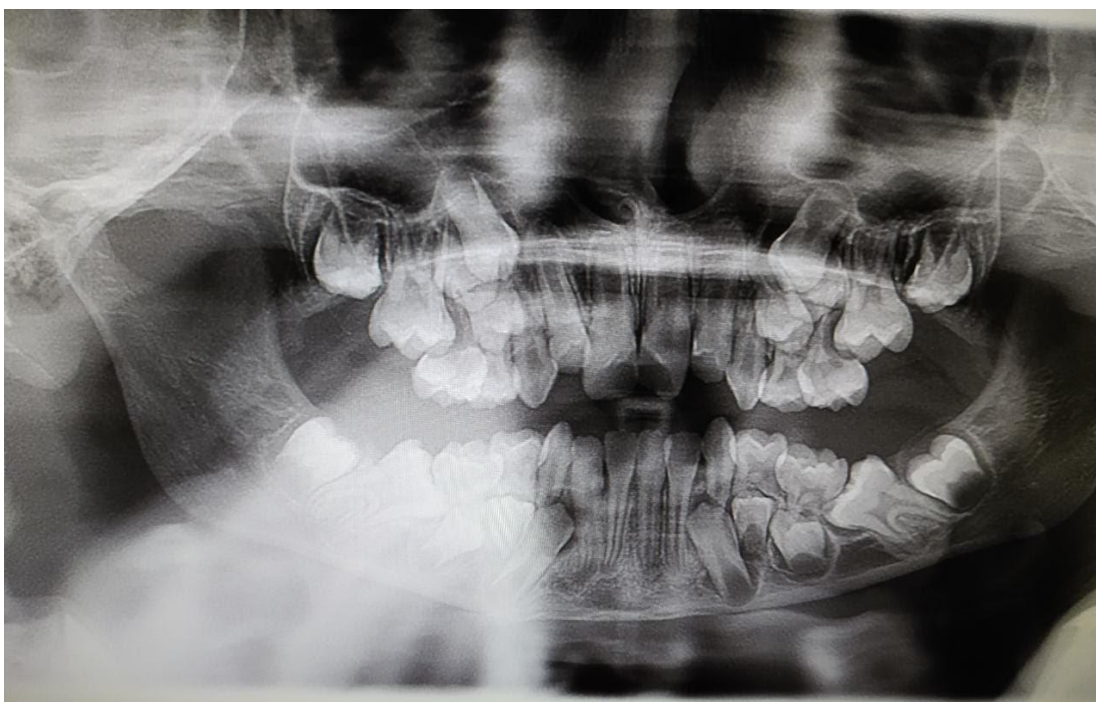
Radiografia panorâmica. Erupção ectópica severa dos primeiros molares permanentes causando grave reabsorção dos segundos molares decíduos.
